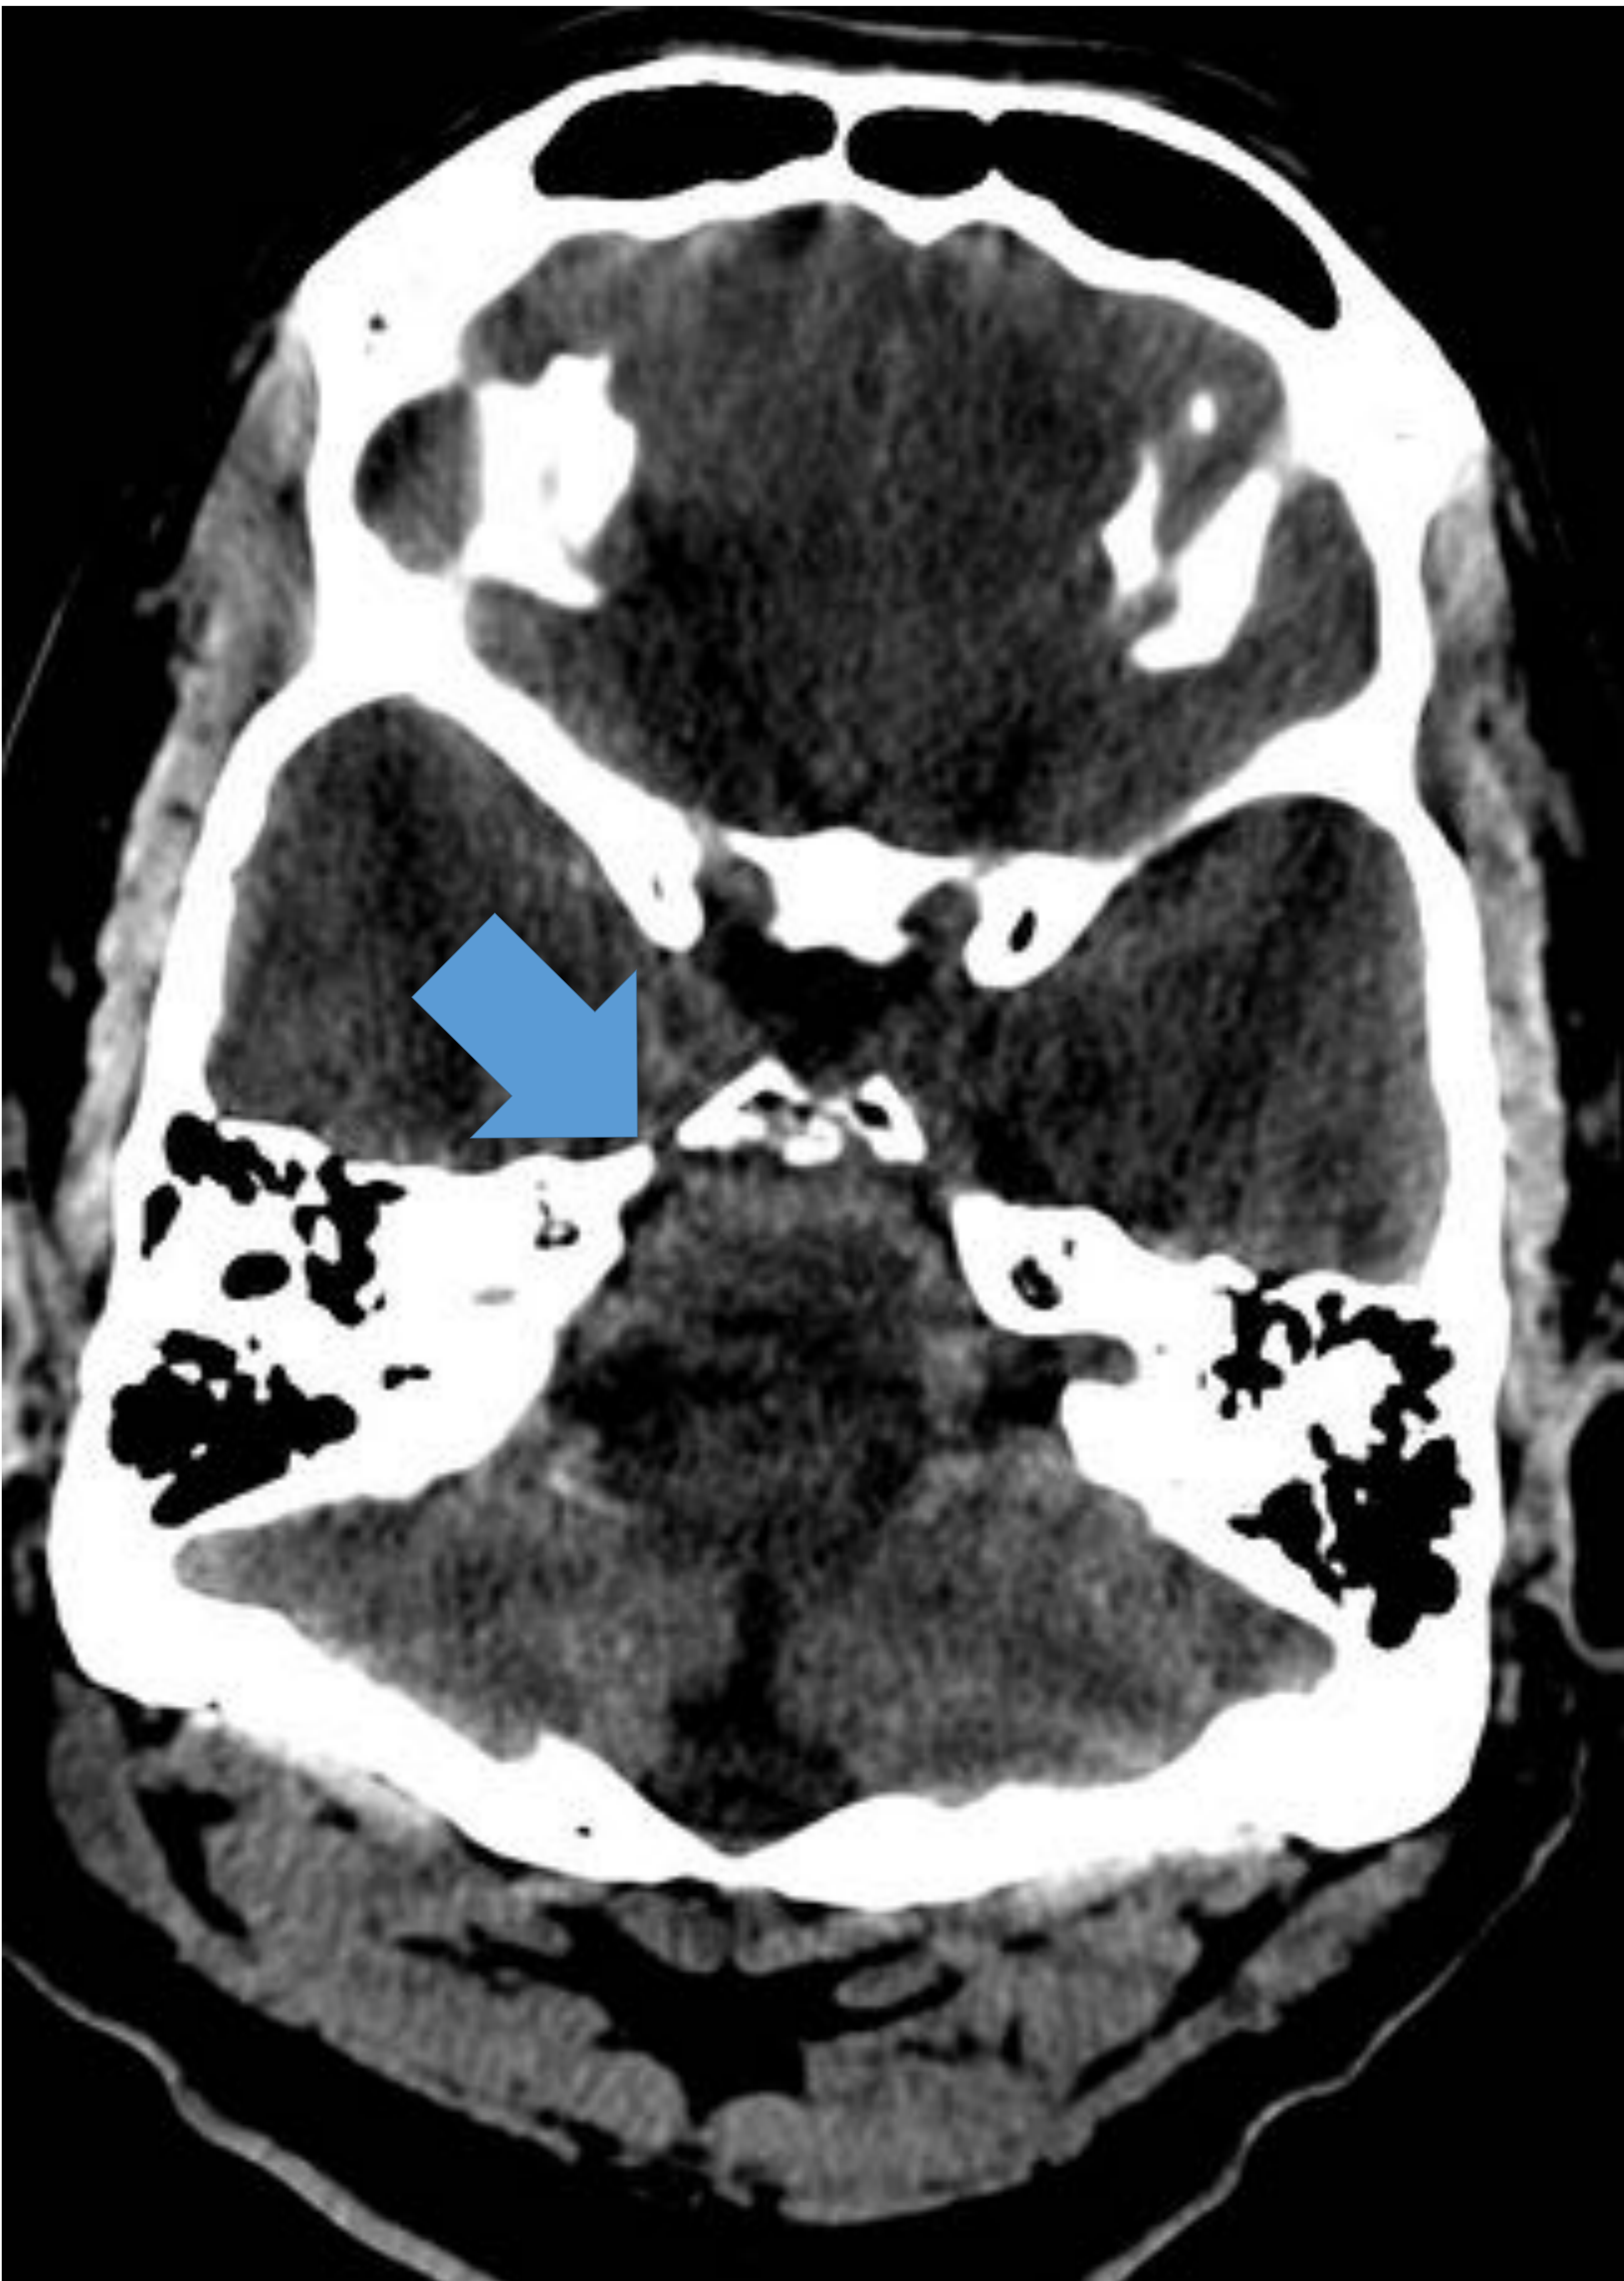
Mujer de 60 años que acudió al servicio de urgencias con cefalea súbita e intensa. Se realizó TC craneal sin contraste donde se evidenció HSA perimesencefálica (flecha).
